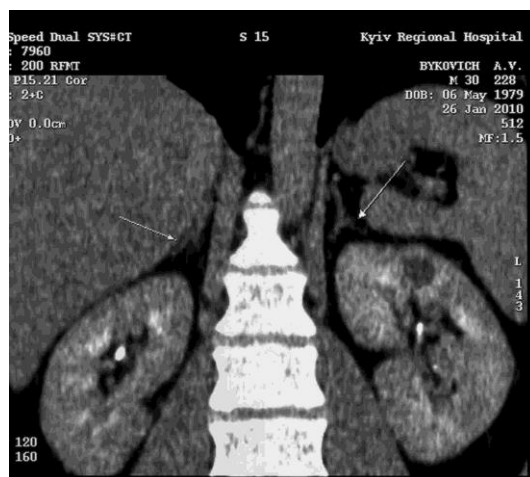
КТ брюшної порожнини (корональна площина) на рівні НЗ (стрілки).
